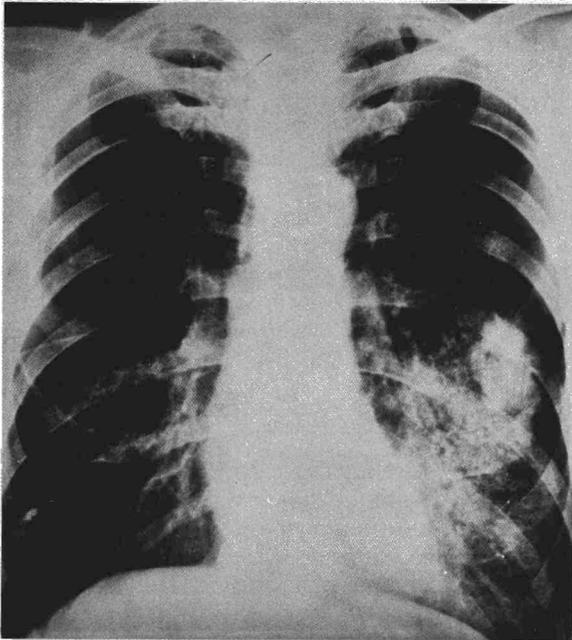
F.R.E. 67 años. Radiografía posteroanterior de tórax que muestra una opacidad en hemitórax izquierdo.
